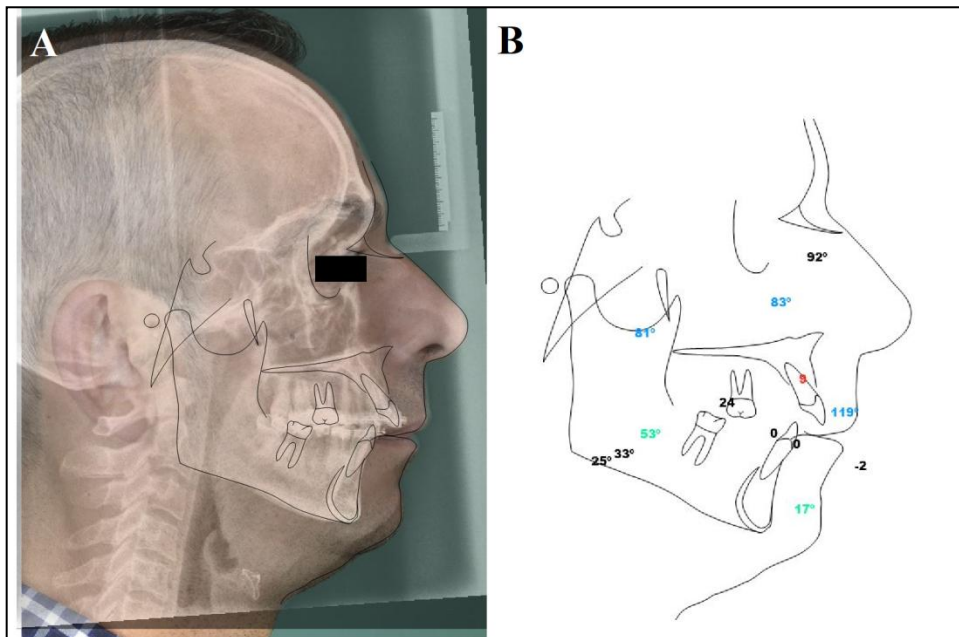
Caso 31 inicial. Fusión de telerradiografía lateral de cráneo y fotografía de perfil derecho con trazado cefalométrico (A) y análisis de Ricketts resumido (B).
